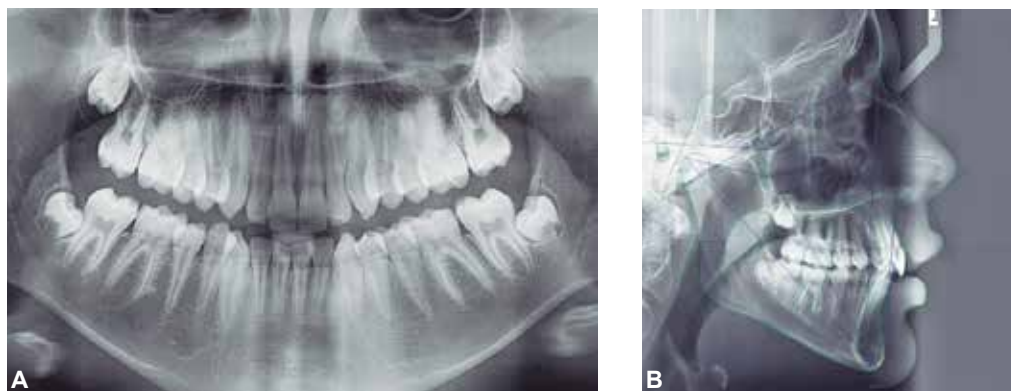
(A-B) – Radiografias iniciais: A) panorâmica e B) telerradiografia lateral.
